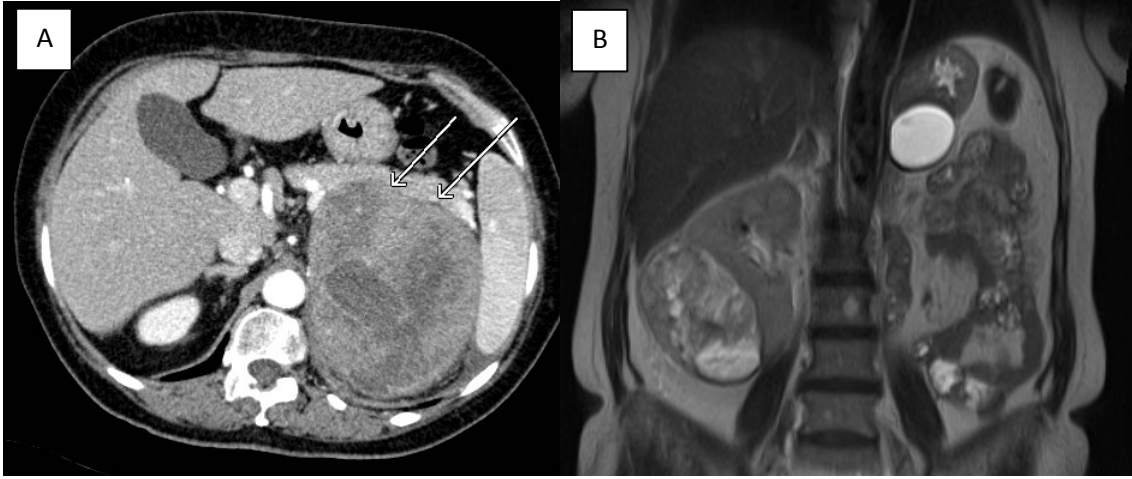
Imagen de la resonancia magnética en el que se describe la recidiva en el polo inferior renal izquierdo. 2B. Imagen de la tomografía computarizada en la que se halló el leiomiosarcoma renal derecho.
